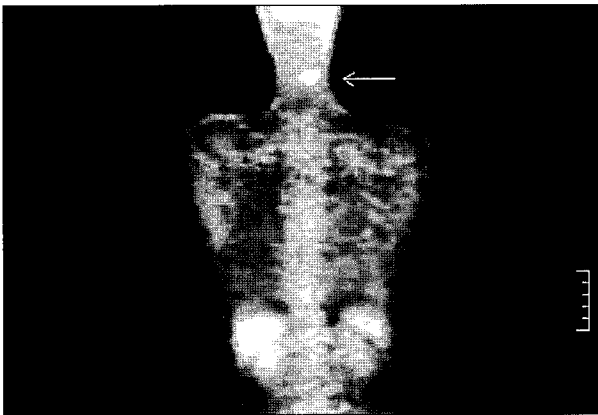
The whole body F-18 FDG PET-CT show a moderate FDG-uptaking soft tissue lesion(arrow) on the posterior neck region. It is considered of postoperative wound healing process and there is no distant metastasis.
